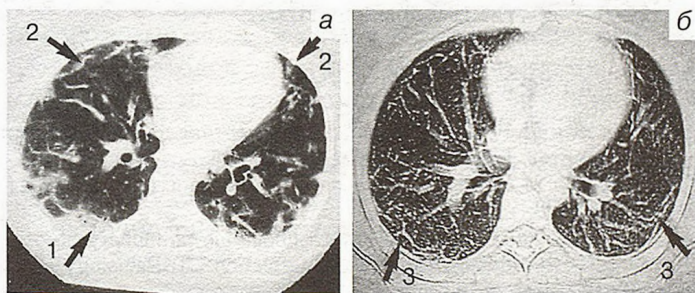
КТ-срез нижних зон легкого.
